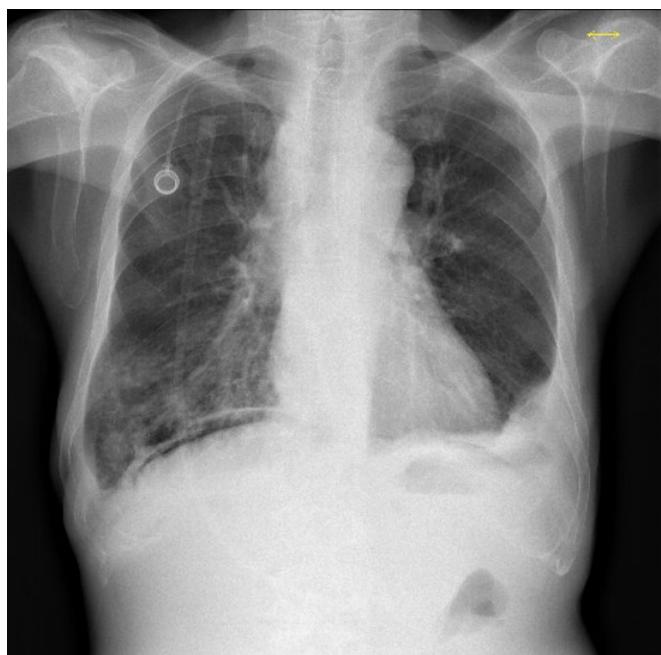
Thorax radiography
